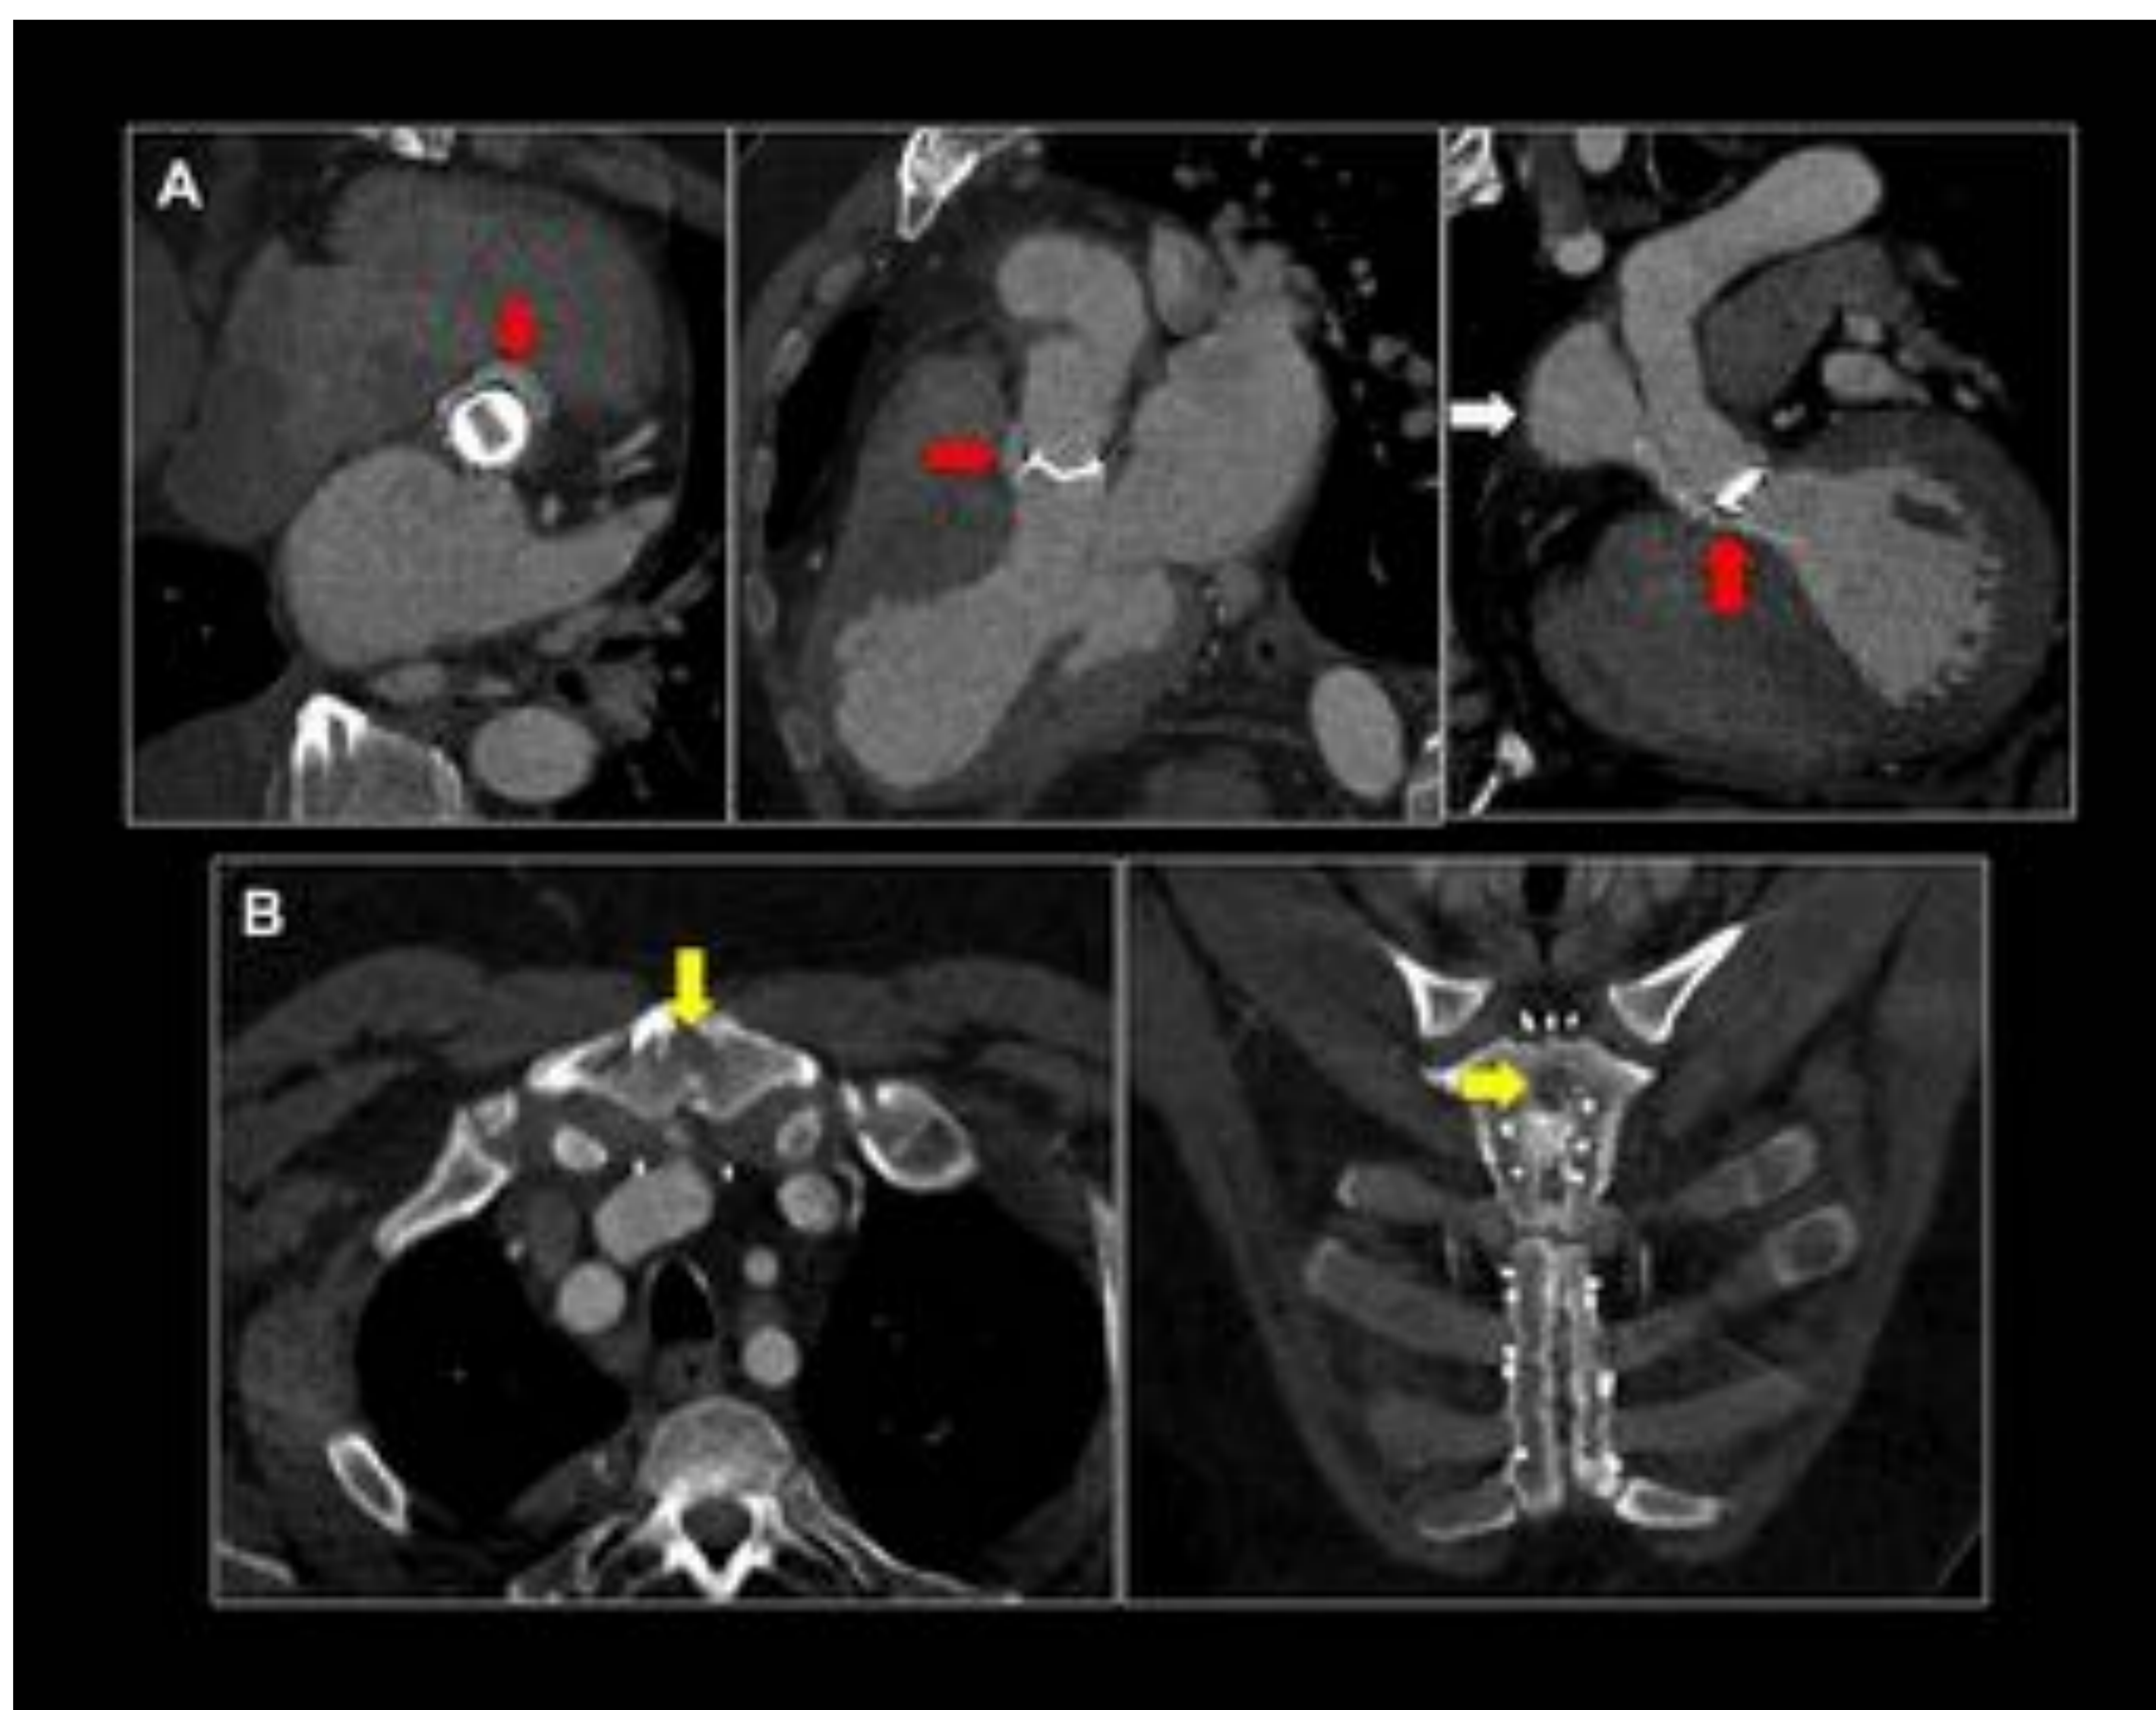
(A) Plano valvular, MPR 3 cámaras y TSVI, (B) Axial y coronal TC tórax CIV. Endocarditis en válvula mecánica (Bentall Bono) con leak o fuga perivalvular (flecha roja) y pseudoaneurisma (flecha blanca). Esternotomía media con falta de consolidación y área de osteomielitis en manubrio esternal (flecha amarilla). Hospital Universitario Central de Asturias.
